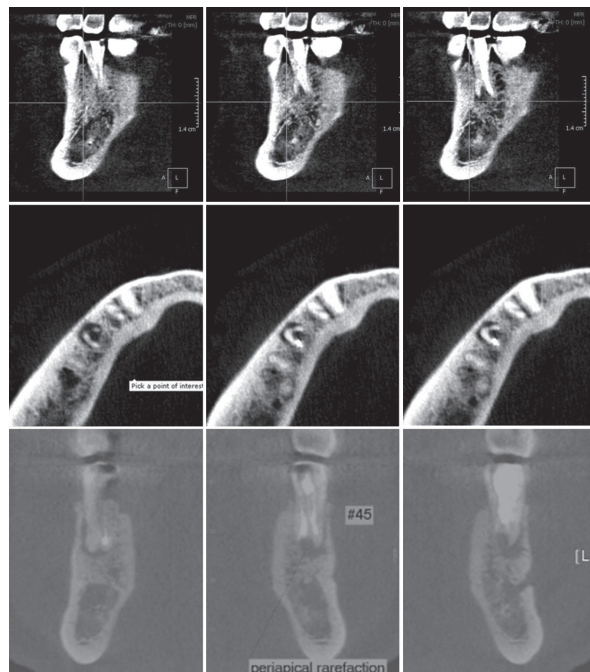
치근단 절제술을 위한 CBCT 촬영
